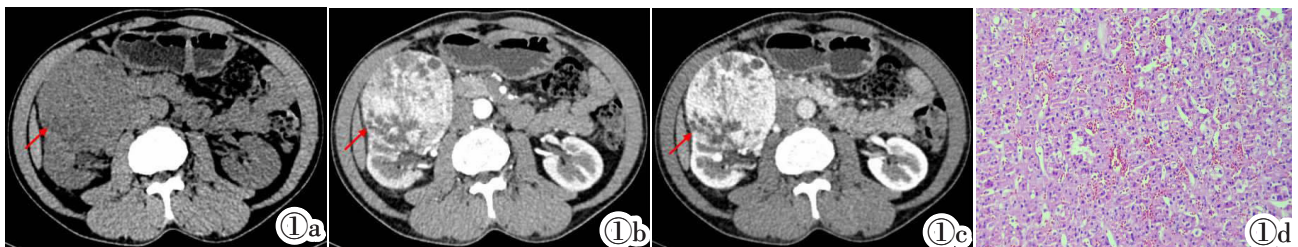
ESC-RCC(红色箭示肿瘤)。图 1a: CT 平扫轴位图像示右肾团片状等低混杂密度占位, 边缘光整, 边界清。图 1b: CT 皮质期轴位图像示右肾肿块明显不均匀强化。图 1c: CT 髓质期轴位图像示实性部分进一步强化; 右肾肿物皮质期及髓质期强化程度都略低于肾皮质。图 1d: 右肾肿瘤镜下呈实性区并混杂有少量微囊性结构, 显示丰富的嗜酸性胞浆, 核圆形 (HE)。
